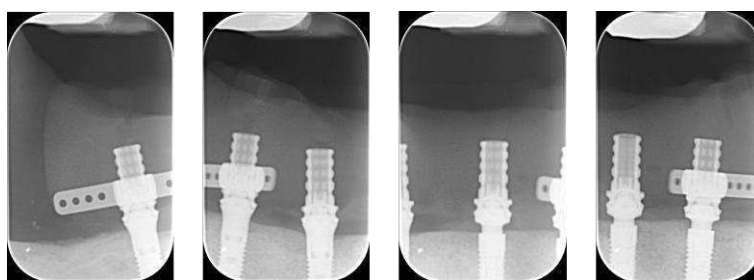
Radiografias periapicais tomadas na instalação da prótese.
